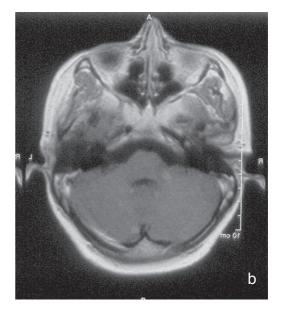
IRM pré opératoire en coupe axiale T1 avec gadolinium a - Lésions ovalaire du V3. b - Lésion para axiale sous tentorielle gauche
